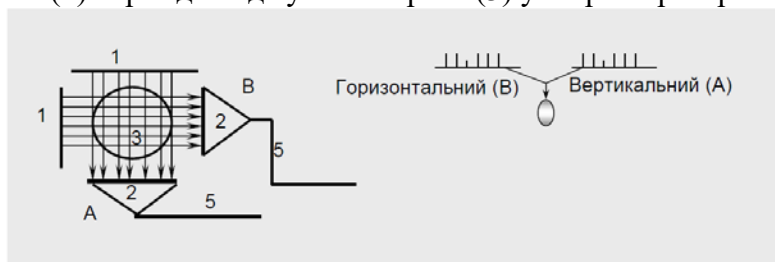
Комп'ютерна томографія
